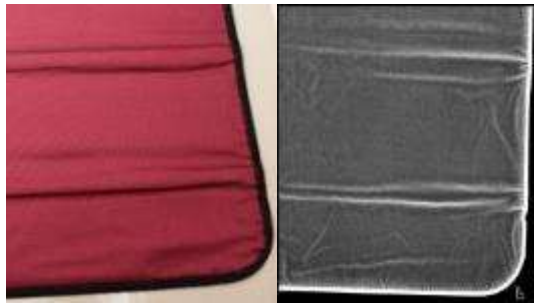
Citra Radiografi Apron C (Kuadran I)
